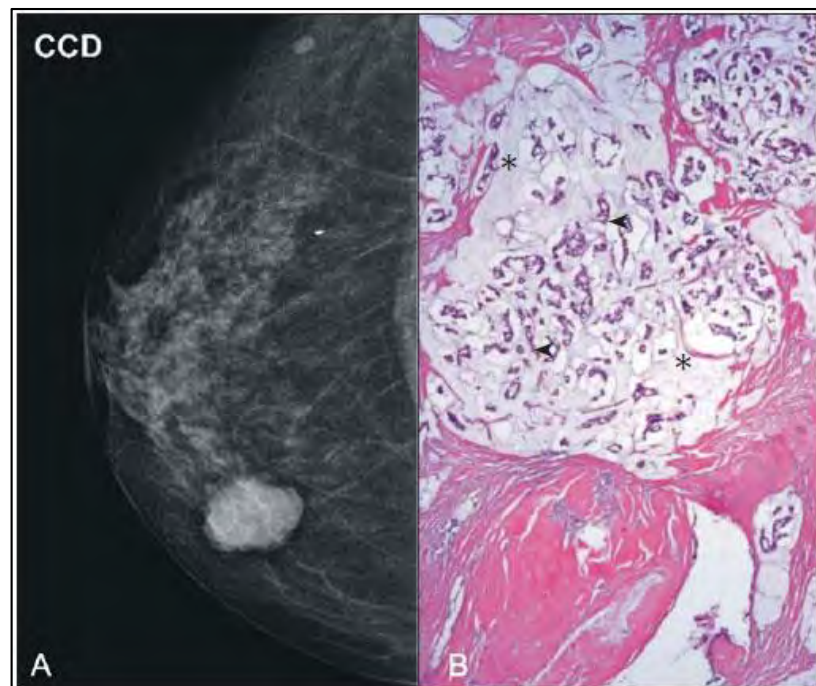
Radiografía de un carcinoma mucinoso de mama.
